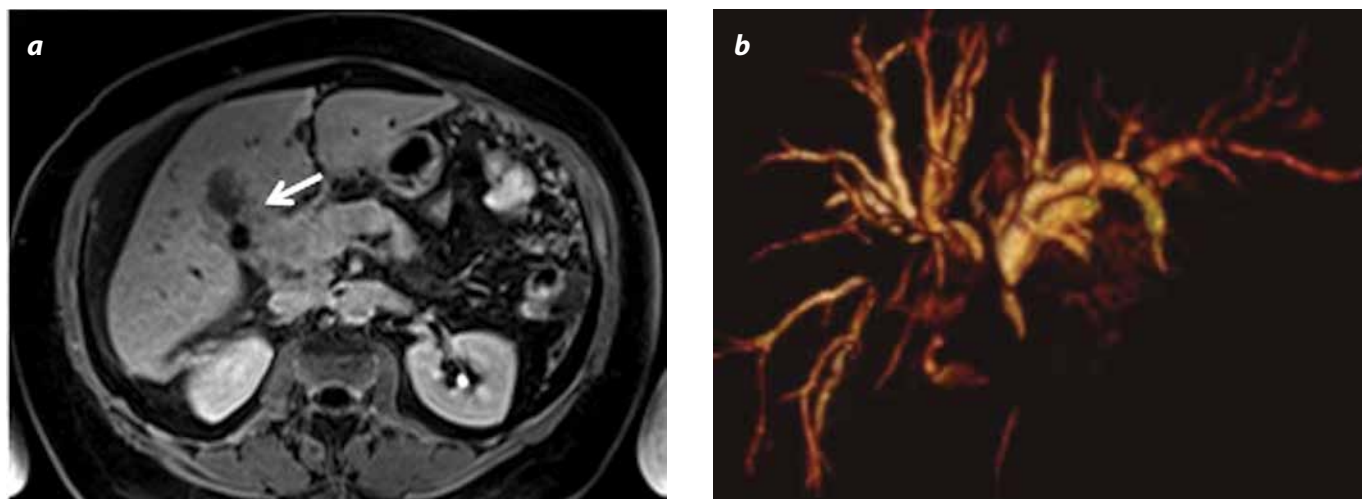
Carcinoma de vesícula biliar. a) RM con información T1 con medio de contraste, ácido gadodético, y saturación grasa en fase hepatobiliar: engrosamiento irregular de la pared vesicular con infiltración del parénquima hepático (flecha). b) Obstrucción de la vía biliar intra y extrahepática evidente en la reconstrucción volumétrica.
